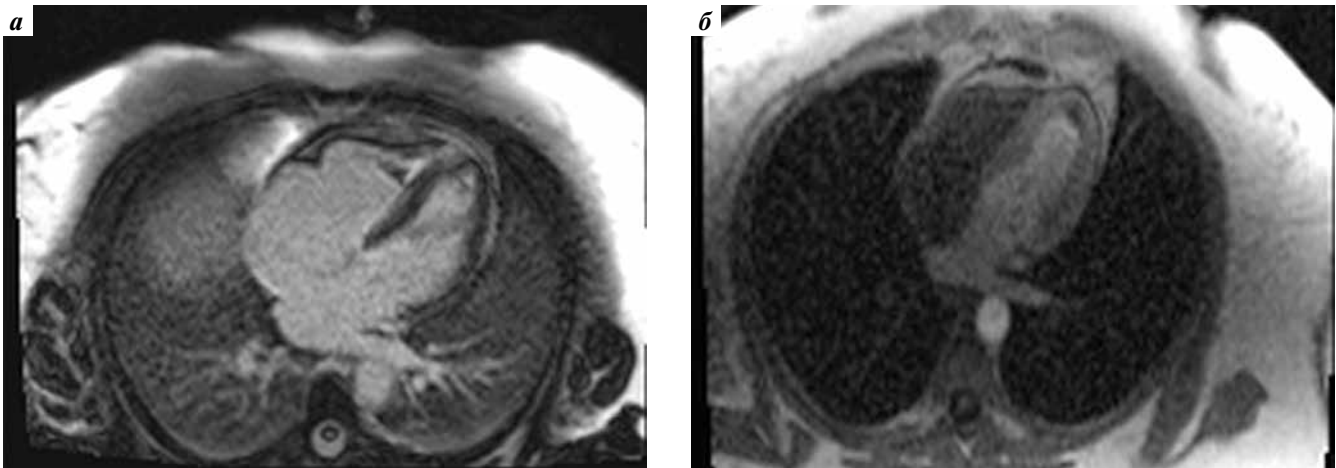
Магнитно-резонансная томография сердца: а – тромбоз верхушки правого желудочка; б – тромбоз верхушки левого желудочка
